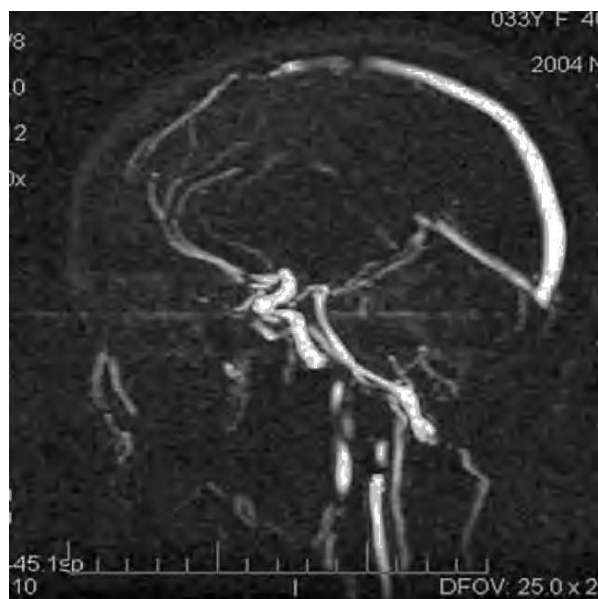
Angiorresonancia magnética.
